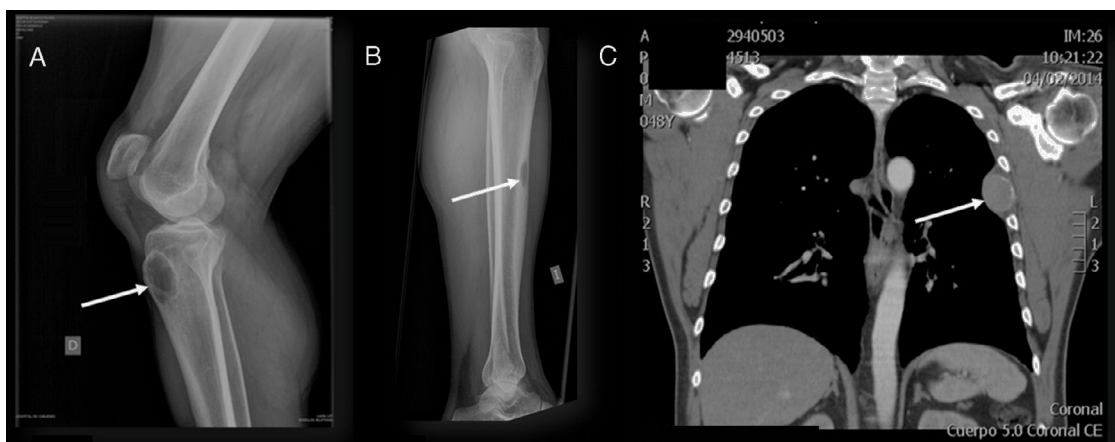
A) Fibroma no osificante en tuberosidad tibial anterior derecha. B) Fibroma no osificante en tercio medio tibial izquierdo. C) TAC de tórax con lesión lítica con crecimiento hacia la pleura, de 5 cm de diámetro, en el 5.º arco costal izquierdo.
